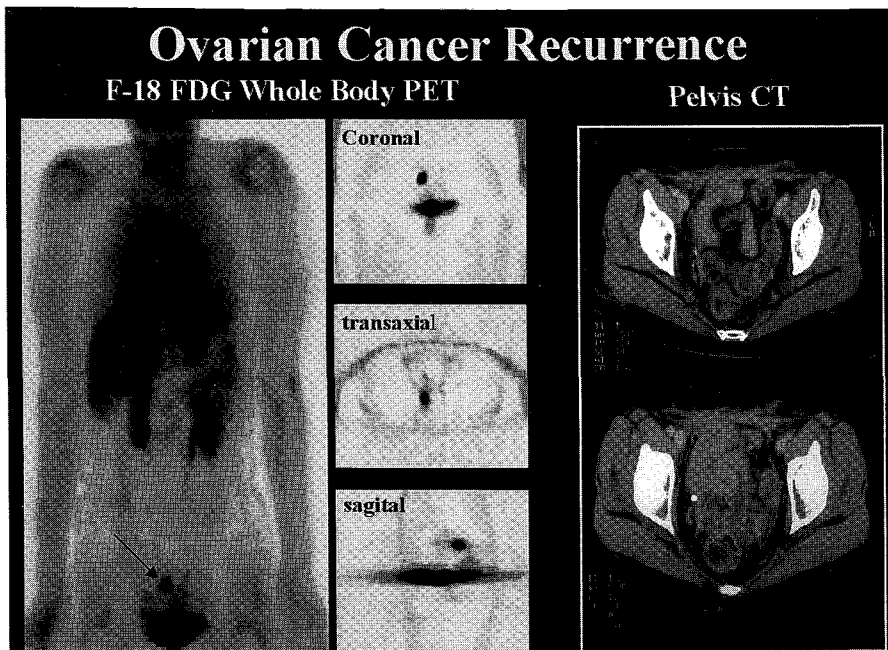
수술을 받은 난소암환자의 FDG PET 소견. CT에 이상소견이 없으나 PET에서 방광위에 작은 FDG 섭취부위가 관찰되었다. 두번째 수술에서 이 부위에 암의 재발이 확인되었다.
